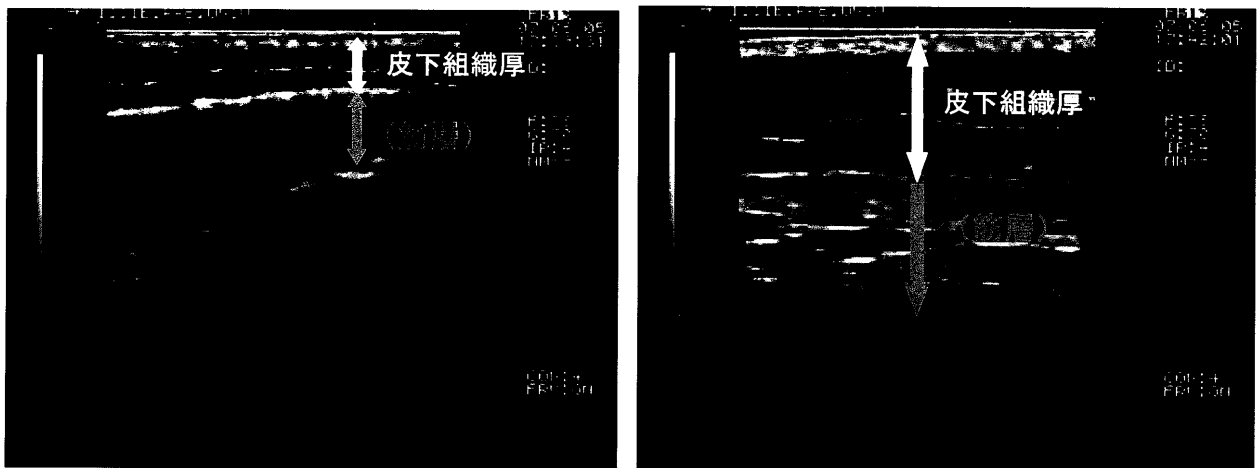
エコー下での皮下組織厚測定 (写真左：三角筋部、写真右：中殿筋部)
